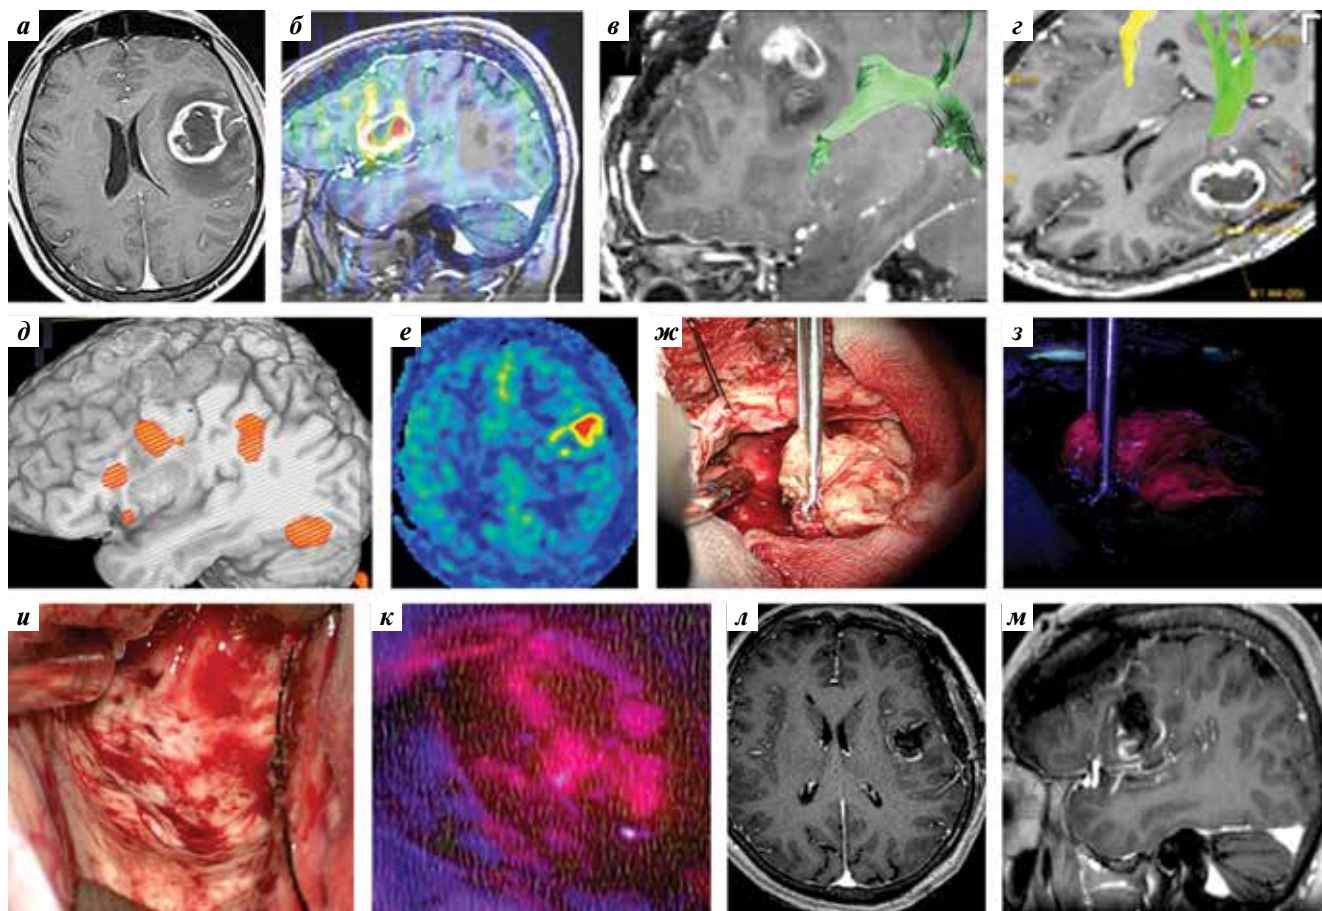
Сочетанное применение метаболической навигации и краниотомии в сознании у пациентки с глиобластомой левой лобной доли в зоне Брока: а – МРТ (T1 с контрастированием), аксиальный срез; б – МРТ (T1, сагиттальный срез), совмещение с ASL-перфузией; в – МРТ-трактография аркуатного пучка (вблизи опухоли, часть волокон в лобной порции тракта не протраивается – это зона отека-инфильтрации); г – МРТ-трактография с построением пирамидного тракта, тракт вне опухоли; д – дооперационная функциональная МРТ (картирована зона Брока); е – ASL-перфузия (повышенный кровоток у опухоли); интраоперационные фотографии: ж – в белом свете, з – в режиме BLUE 400 (основной узел опухоли ярко флуоресцирует), и – в белом свете (вид полости после удаления основной части опухоли, при электрической стимуляции в ложе получены нарушения речи в виде perseverаций, резекция остановлена), к – в режиме BLUE 400 (остаточная флуоресценция ложа в зоне инфильтрации); послеоперационная МРТ (T1 с контрастированием): л – аксиальный срез (выявил субтотальное удаление контрастируемой части опухоли), м – сагиттальный срез
